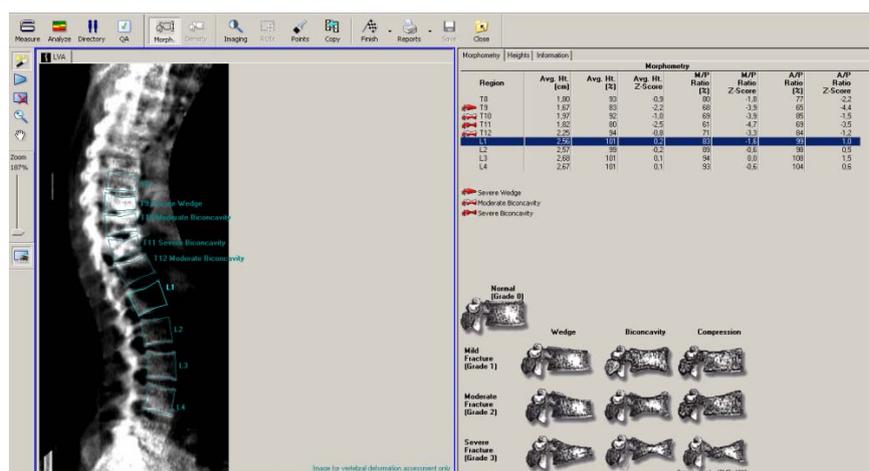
Рентгено-морфометрическое исследование пациента 43 лет, страдающего ПсА в течение 9 лет, активность 2, R — стадия 3, получающего базисную терапию метотрексатом 12,5 мг/нед. 4 года. Диагностированы компрессионные деформации различных степеней Th 9, 10, 11, 12 (собственные данные)
